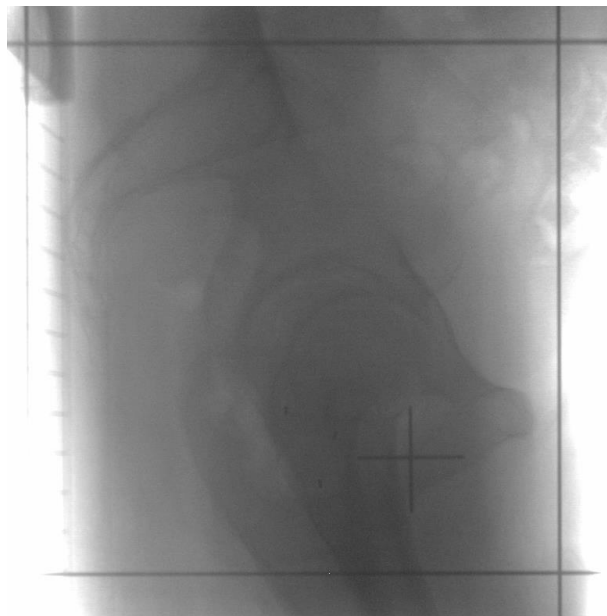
Plánovací CT - standardní poloha pacienta při radioterapii prostaty (zdroj: FN Motol)
